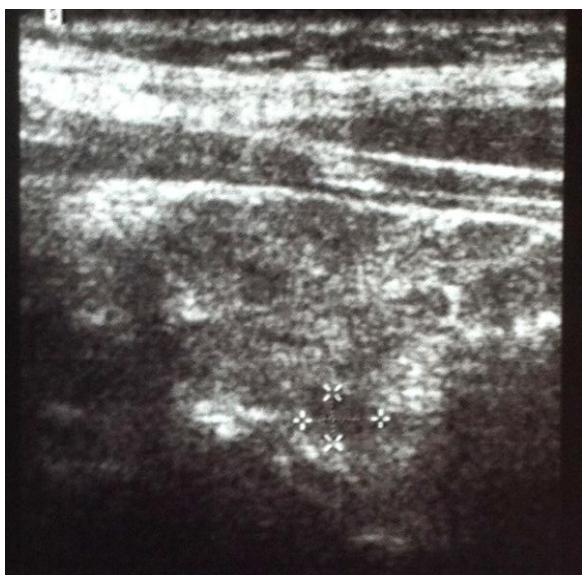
Ecografia tiroideia e paratiroideia com esboço hipoeecogénico com cerca de 5x3mm adjacente ao contorno posterior do lobo esquerdo da tiróide
